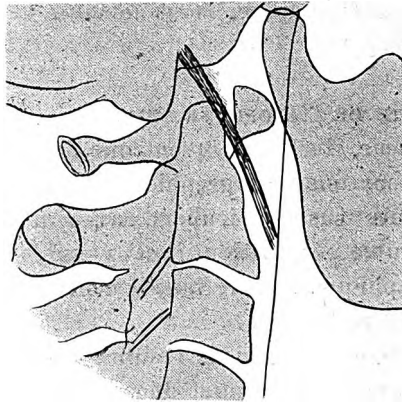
Radiographie de profil.
